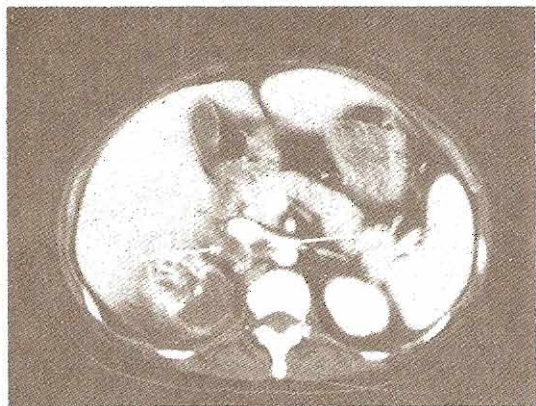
Una TC en espiral del riñón. Arriba izquierda: Mujer de 42 años de edad con pielonefritis derecha grave. Una imagen a través del polo superior del riñón derecho muestra colección de líquidos de baja densidad, entre las ramas residuales del parénquima renal resaltado. Nódulos linfáticos inflamados de baja densidad (flechas) desplazan hacia adelante la vena cava inferior. Arriba derecha: Una imagen a través del polo medio del riñón derecho, en el mismo paciente, revela un riñón crecido con destrucción marcada y estriado del parénquima renal. Nótese las múltiples colecciones de líquido de baja densidad. Abajo izquierda: Carcinoma de células renales exofítico. Una imagen a través del polo medio del riñón derecho muestra una masa extrínseca muy aparente (cabeza de flecha) que desplaza al riñón de manera lateral. La arteria renal (flecha larga) y la vena renal (flecha corta) cubren a la masa en su parte anterior. La vena renal está libre de trombos. Abajo derecha: Una imagen más abajo en el mismo paciente revela que la masa proviene del riñón. La masa distiende el parénquima renal (flechas cortas) y el sistema colector que contiene contraste (flechas largas).
